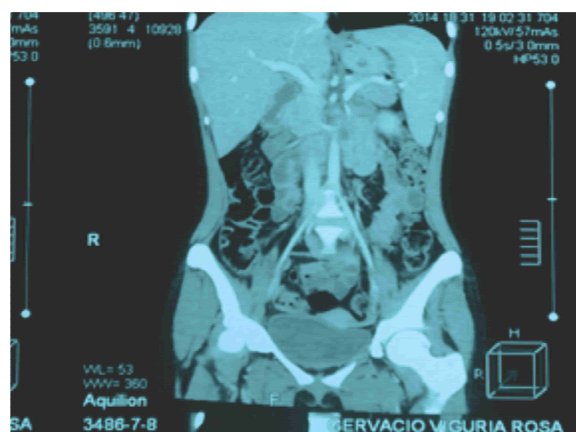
Tomografía espiral multicorte abdomino pélvica: esplenomegalia
